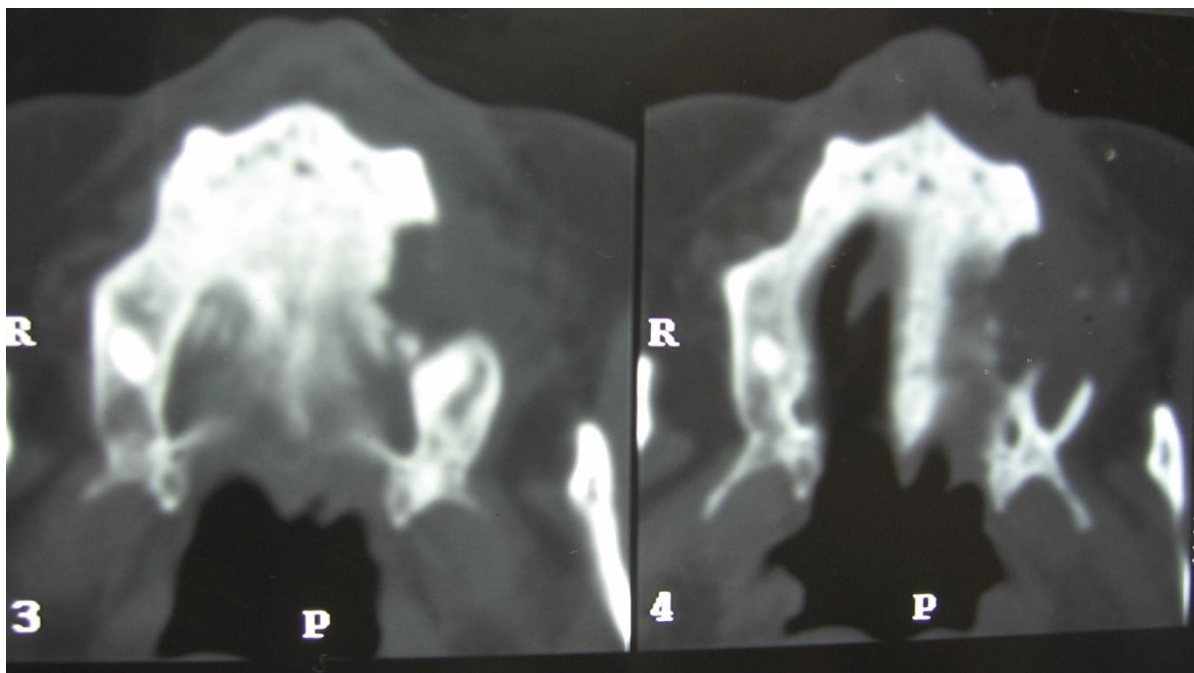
Компьютерная томограмма больной М.
